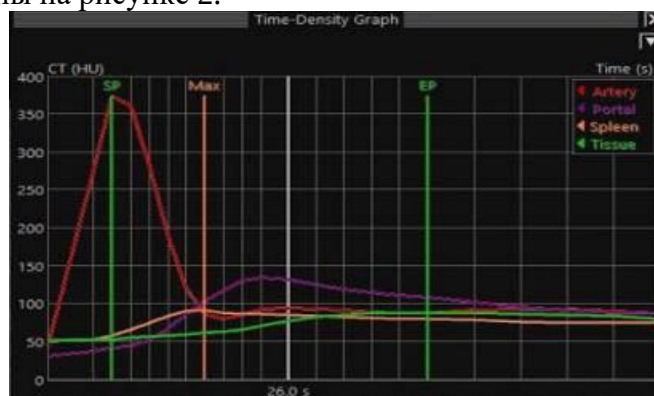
Перфузионные кривые (AF, PF, кровоток в строме селезенки и окружающей ткани).
